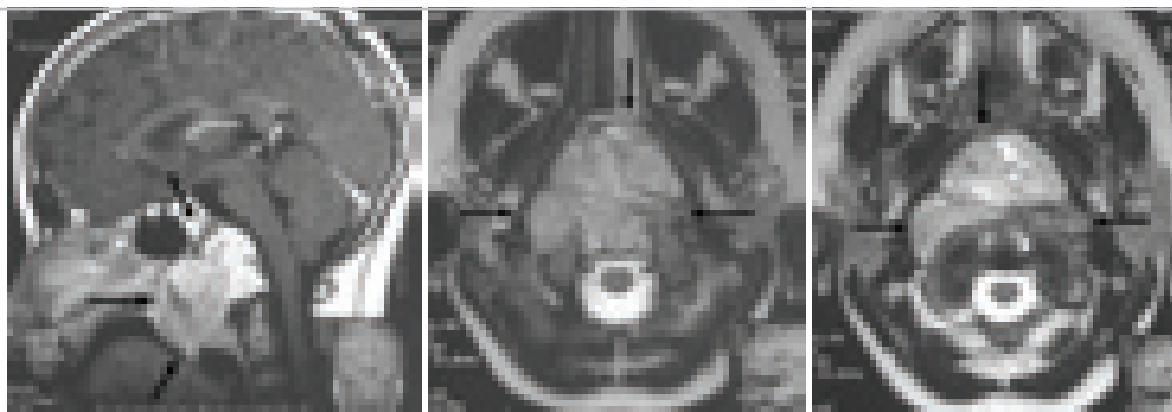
МРТ с контрастом в сагиттальной и аксиальной проекции до операции. Гигантская опухоль области всего ската, сдавливающая мост мозга и продолговатый мозг, распространяющаяся в носо- и ротоглотку.
